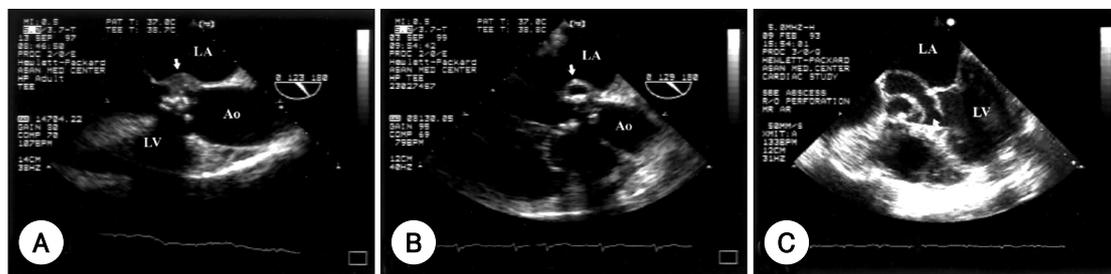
Transesophageal echocardiographic findings of mitral-aortic intervalvular fibrosa (MAIVF) involvement in patients with aortic valve endocarditis. Abscess formation with thickening is an early change of MAIVF involvement (A), which might progress into aneurysm formation (B) or its rupture (C). LA: left atrium, LV: left ventricle, Ao: aorta, MAIVF: mitral-aortic intervalvular fibrosa.
